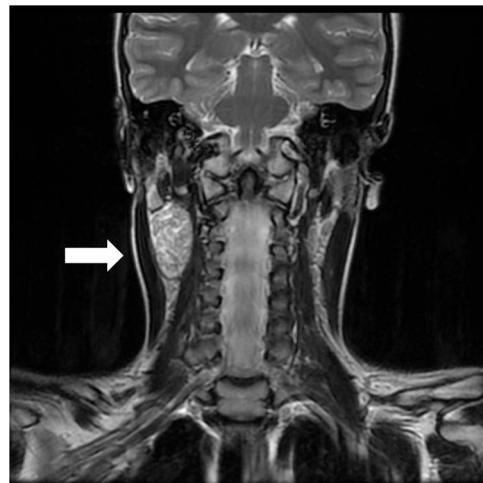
RM cervical: plano coronal con lesión de morfología ahusada, con un eje mayor en el sentido longitudinal, siguiendo el trayecto del nervio vago.
